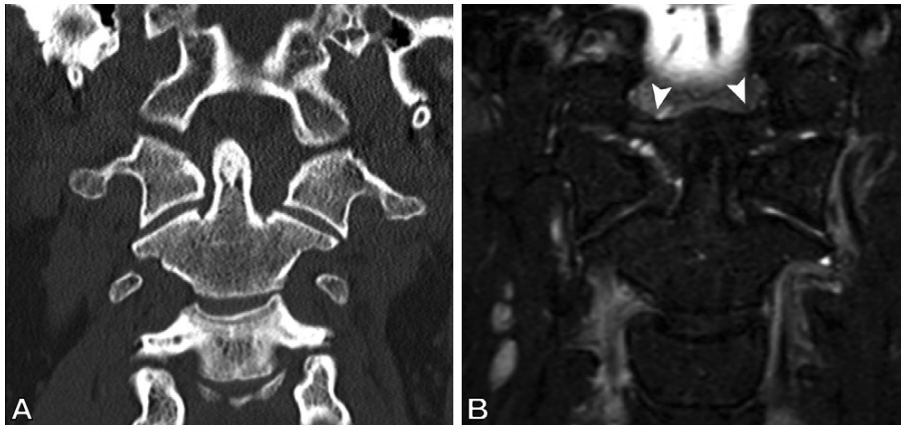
(A) Coronal noncontrast CT reconstruction in an asymptomatic 49-year-old man after motorbike accident shows lateral atlantodental interval asymmetry toward the right side. (B) Noncontrast coronal T2-weighted mDIXON turbo spin-echo MRI scan shows intact alar ligaments (arrowheads) with slight signal intensity alterations.
